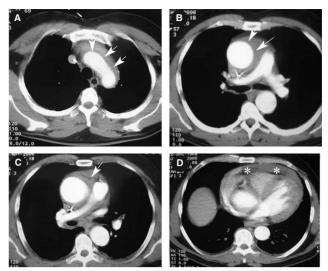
КТ-сканы пациента с ОАС
